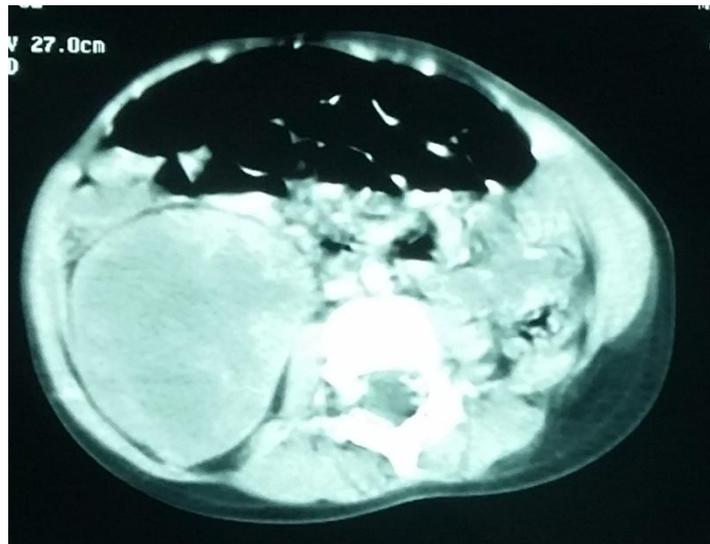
TDM de control post chimiothérapie
